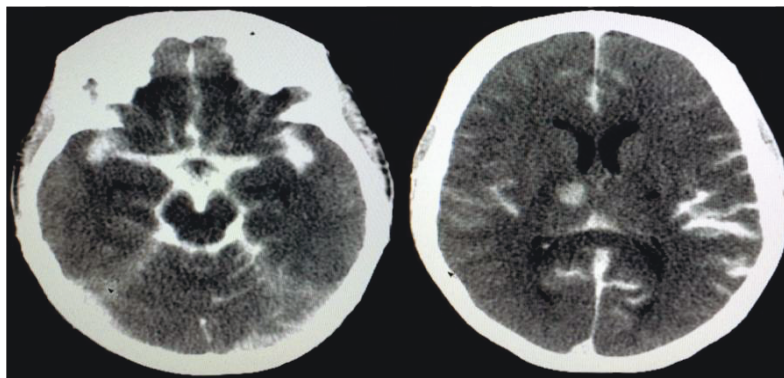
Imagen de HSA en un TAC craneal
